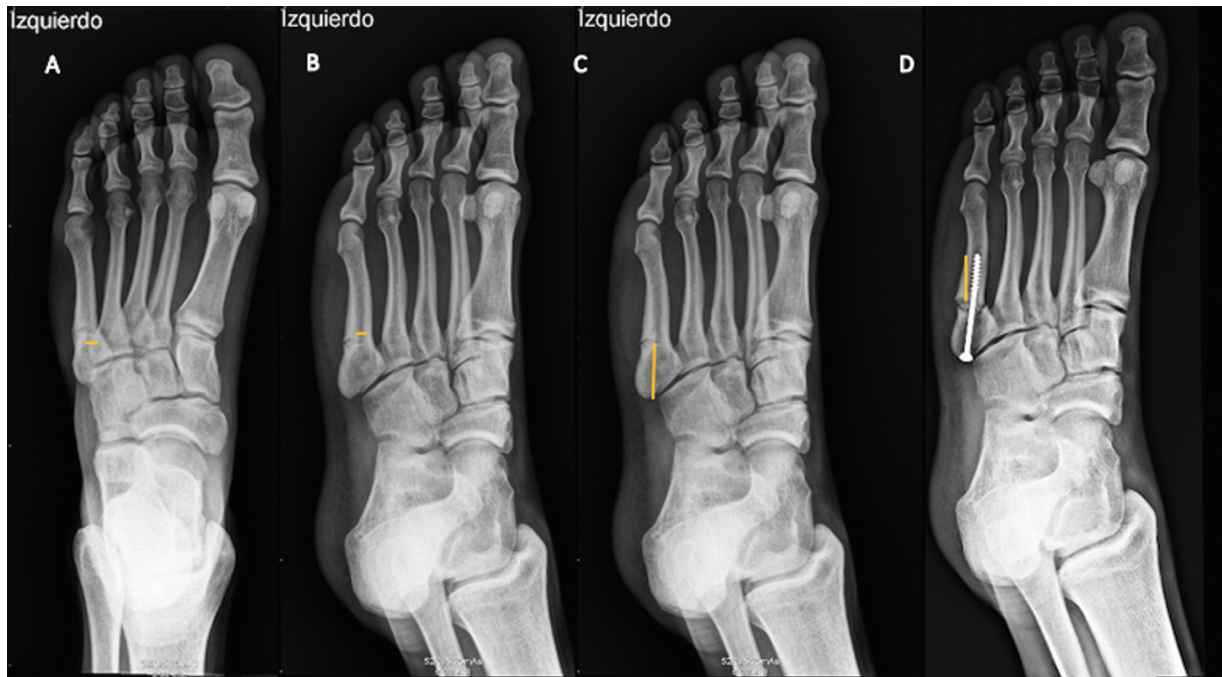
Radiografías anteroposterior (AP) y oblicua (O). (A) Medición del diámetro del canal endomedular en proyección AP a nivel de la sobreposición del cuarto y quinto metatarsianos. (B) Medición del punto más estrecho de las zonas 2 y 3 en proyección O. (C) Distancia del borde proximal hasta el rasgo de la fractura en proyección O. (D) Distancia de paso de rosca del tornillo sobre el rasgo de la fractura en proyección O.
